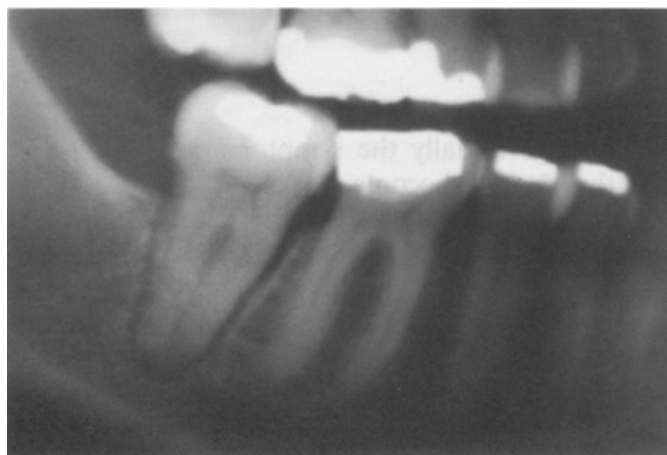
Partie d'une radiographie panoramique partageant l'aspect typique d'un élargissement du ligament parodontal affectant la deuxième molaire inférieure droite (Rout et al. 1996)
